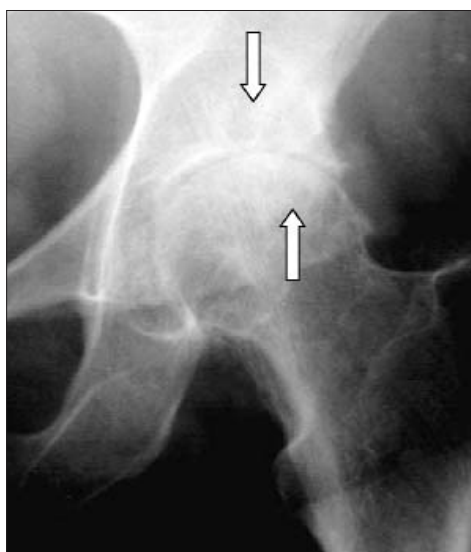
Рентгенограмма тазобедренного сустава в прямой проекции. Множественные кисты (стрелки) в бедренной головке и крыше вертлужной впадины
